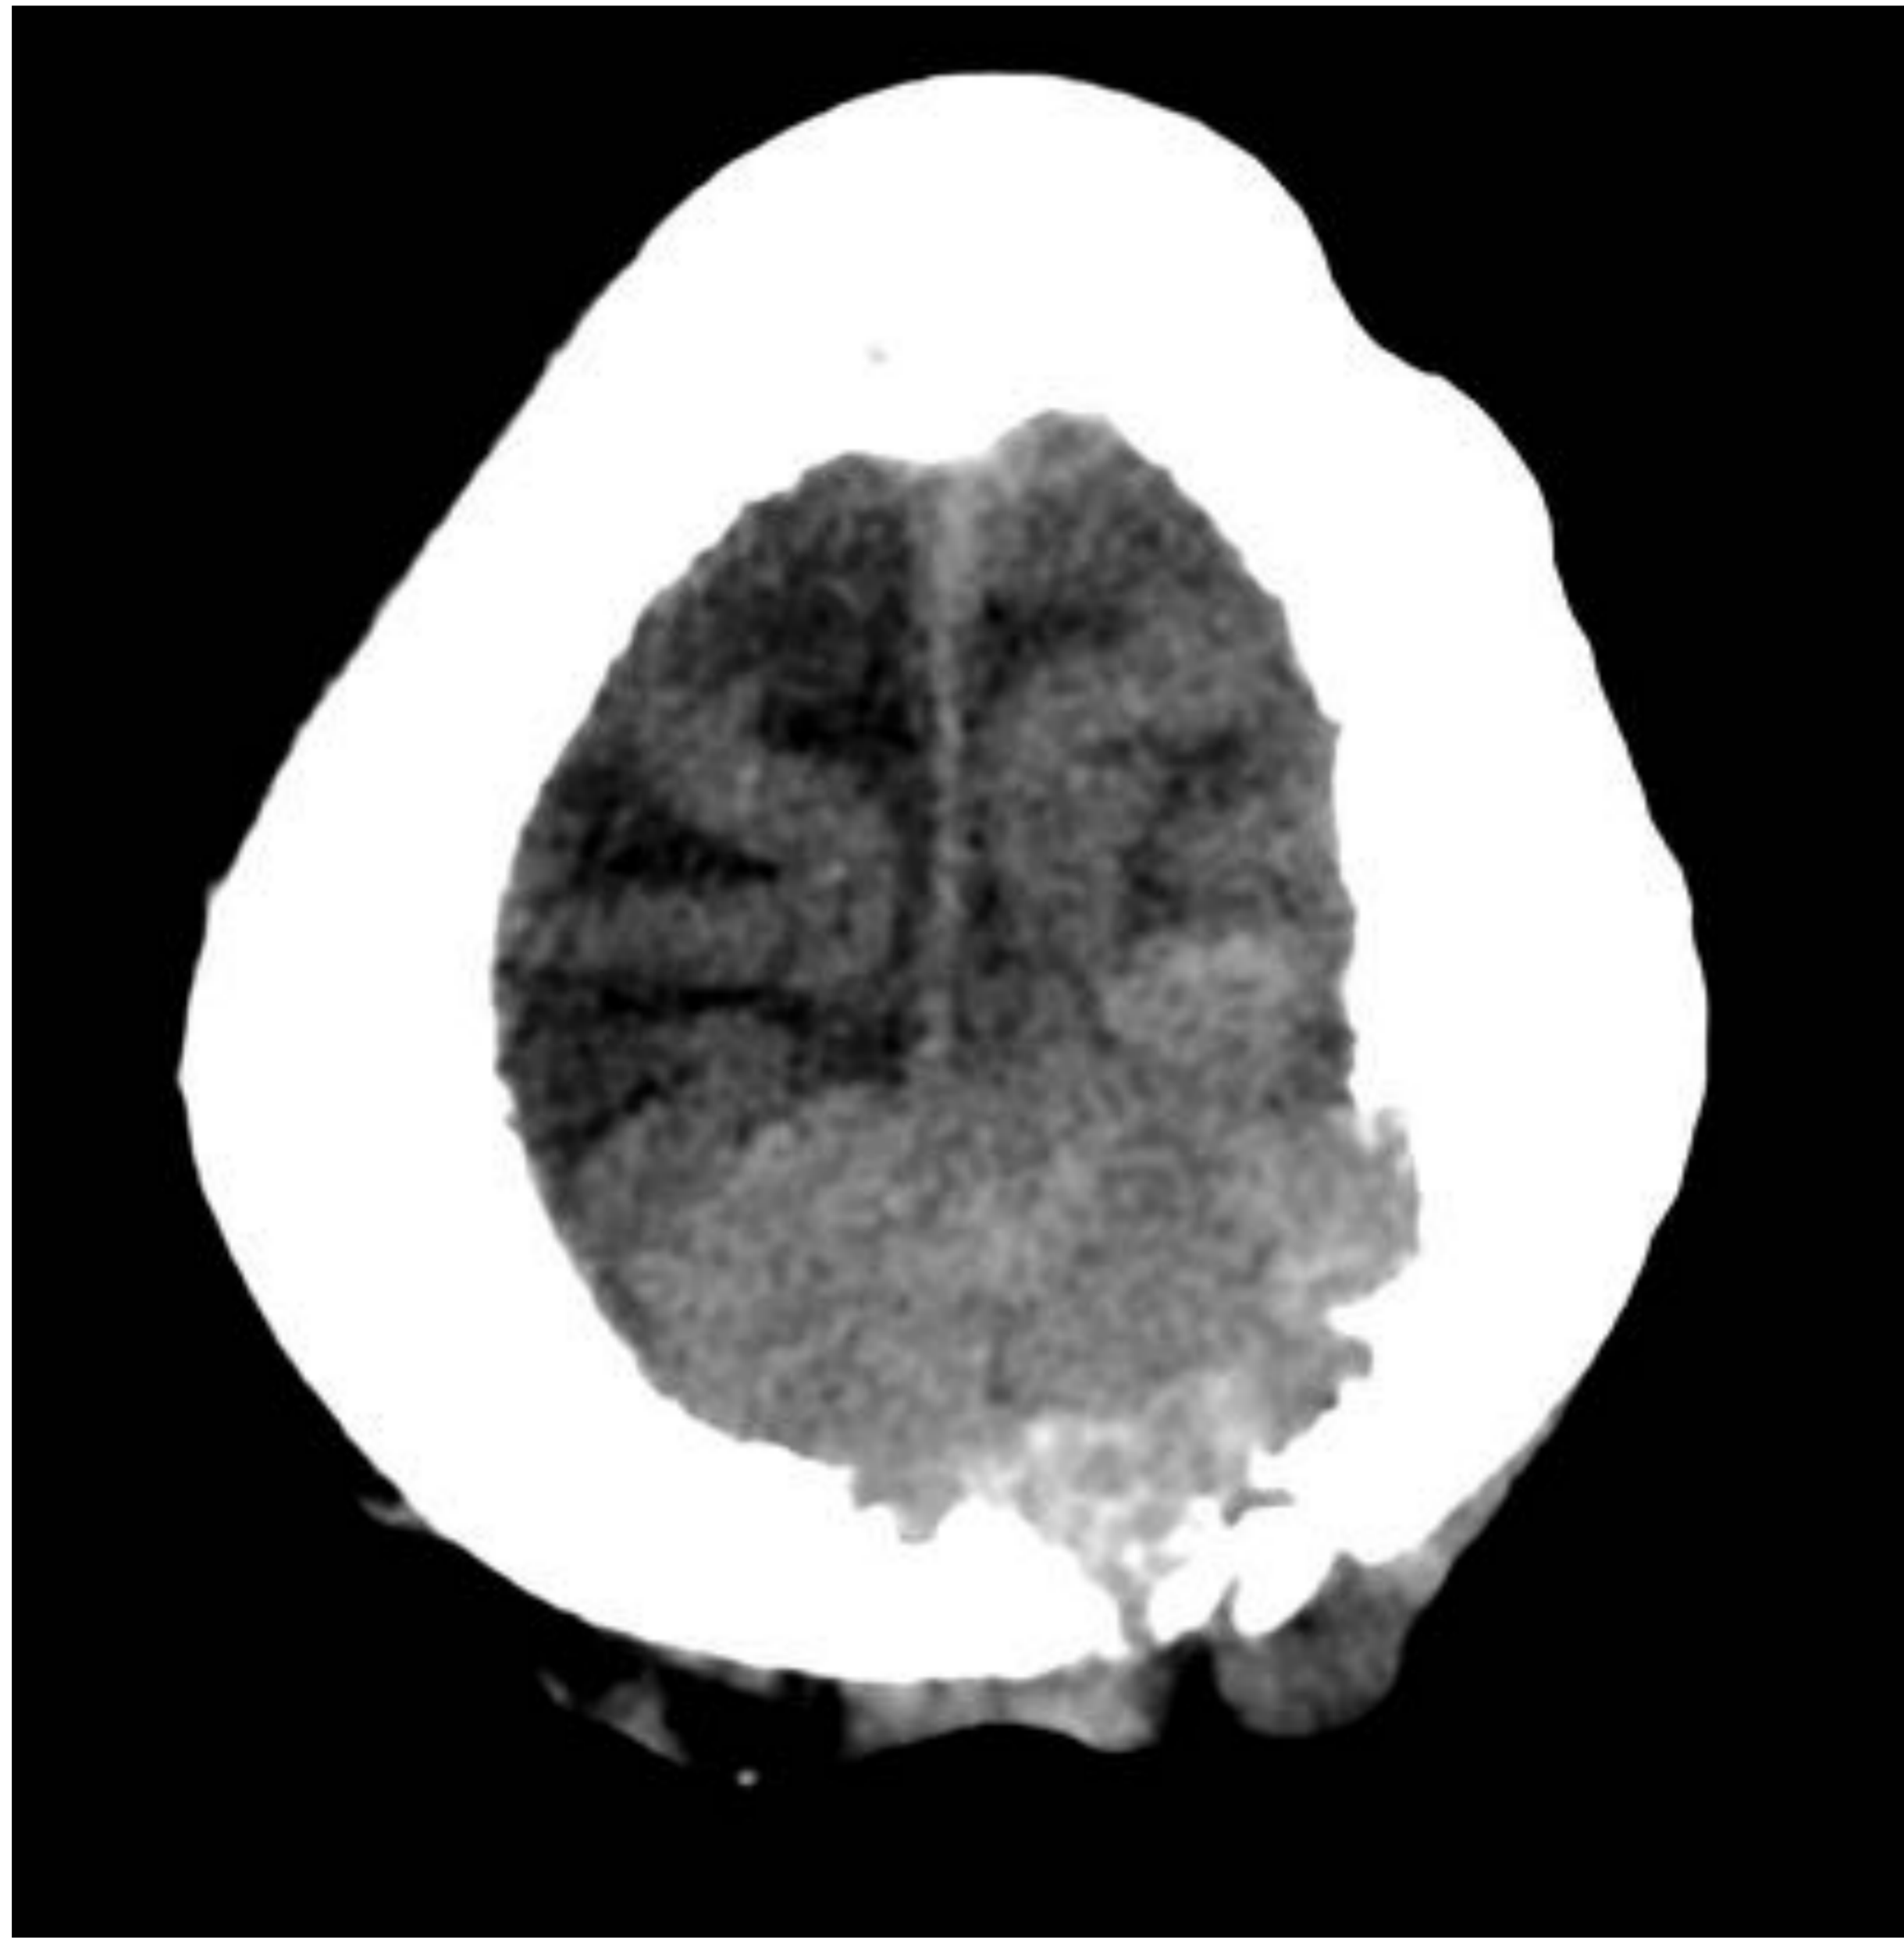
TC: axial, ventanas de tejido blando y ósea. RM: T1 sagital, T2 axial y gadolinio
